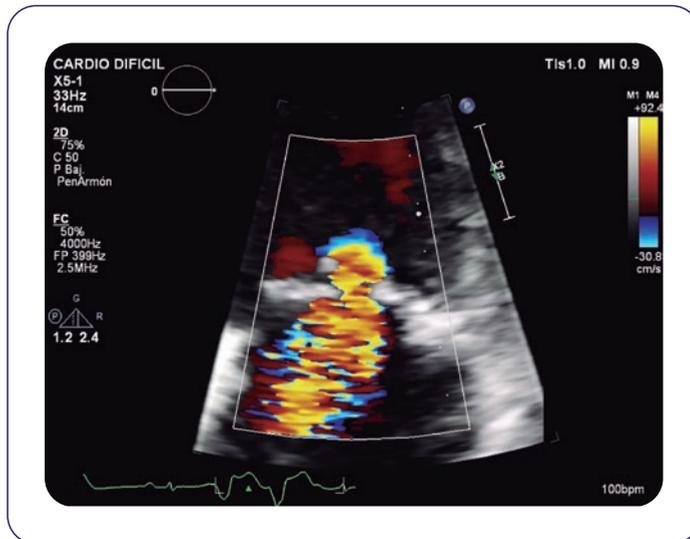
Proyección apical, plano de 4 cámaras, Doppler sobre válvula mitral previamente al implante, donde se aprecia la gravedad de la insuficiencia mitral.
